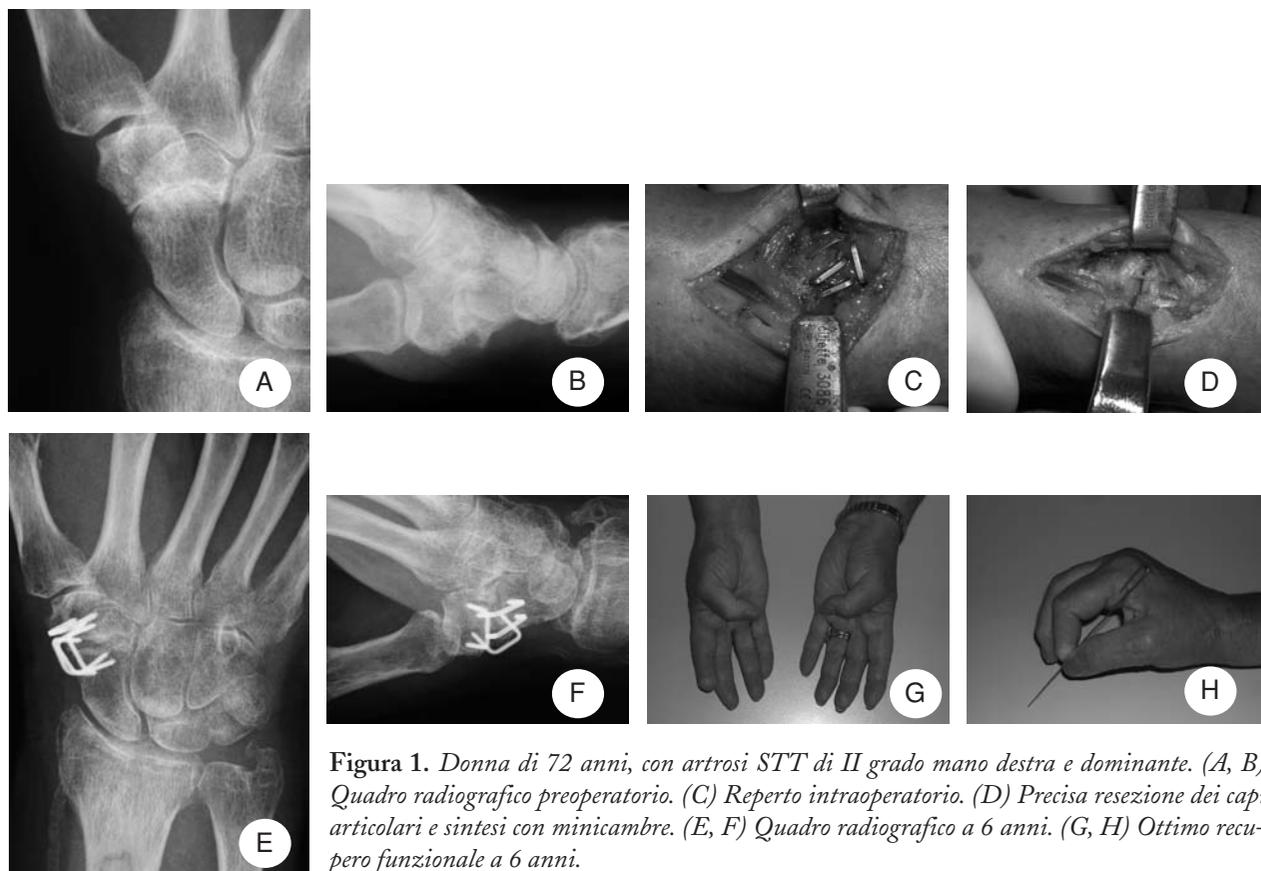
Donna di 72 anni, con artrosi STT di II grado mano destra e dominante. (A, B) Quadro radiografico preoperatorio. (C) Reperto intraoperatorio. (D) Precisa resezione dei capi articolari e sintesi con minicambre. (E, F) Quadro radiografico a 6 anni. (G, H) Ottimo recupero funzionale a 6 anni.
